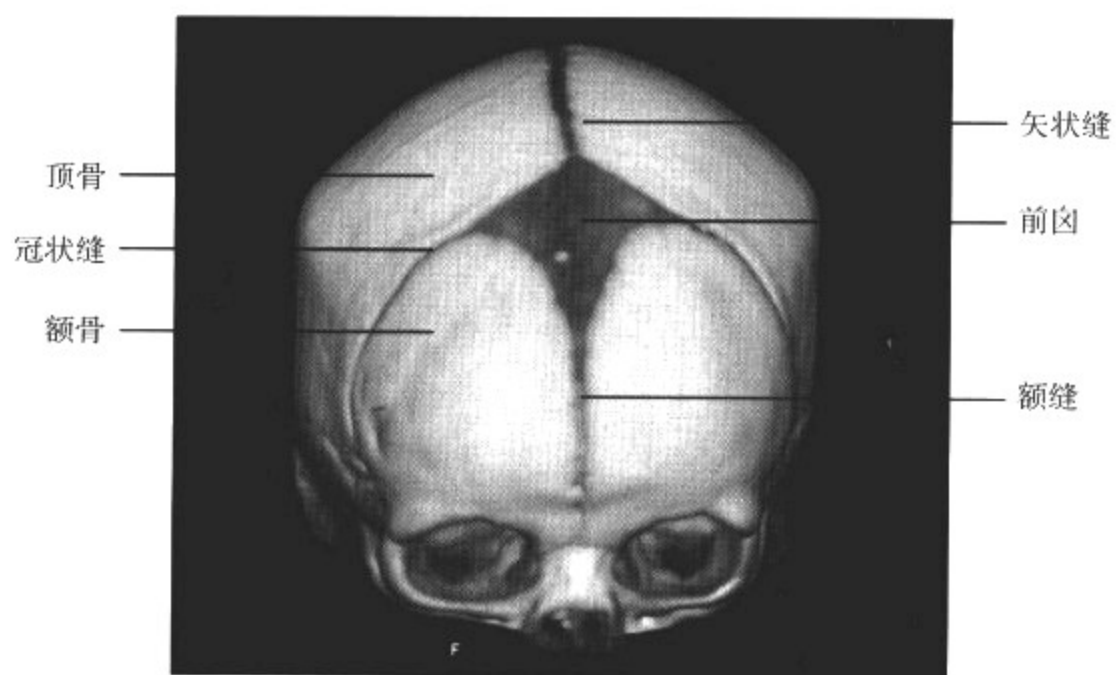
新生儿颅骨 CT 三维重组 SSD 图像
